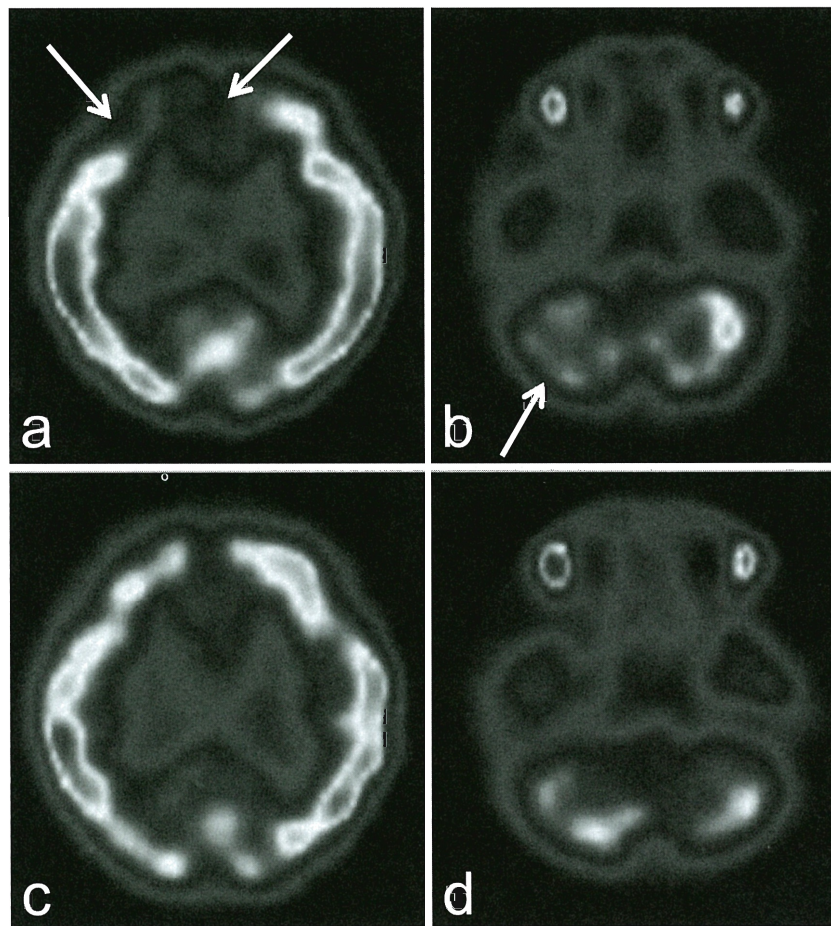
TC-99m HMPAO brain SPECT imaging shows hypoperfusion (arrow) in the right frontal cortex (a), bilateral anterior cingulate cortex (a), and right cerebellum (b) before treatment. After three rounds of methylprednisolone pulse therapy, the hypoperfusion improved (c, d).
